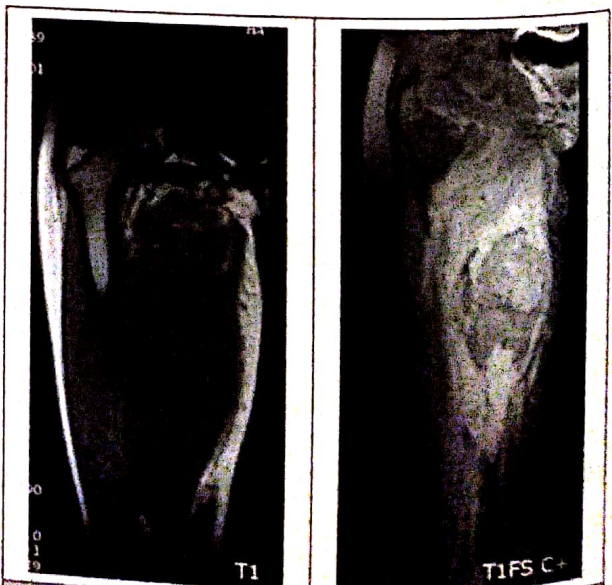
IRM coupes coronales : a) en SE T1, b) après injection de gadolinium et saturation de la graisse.
